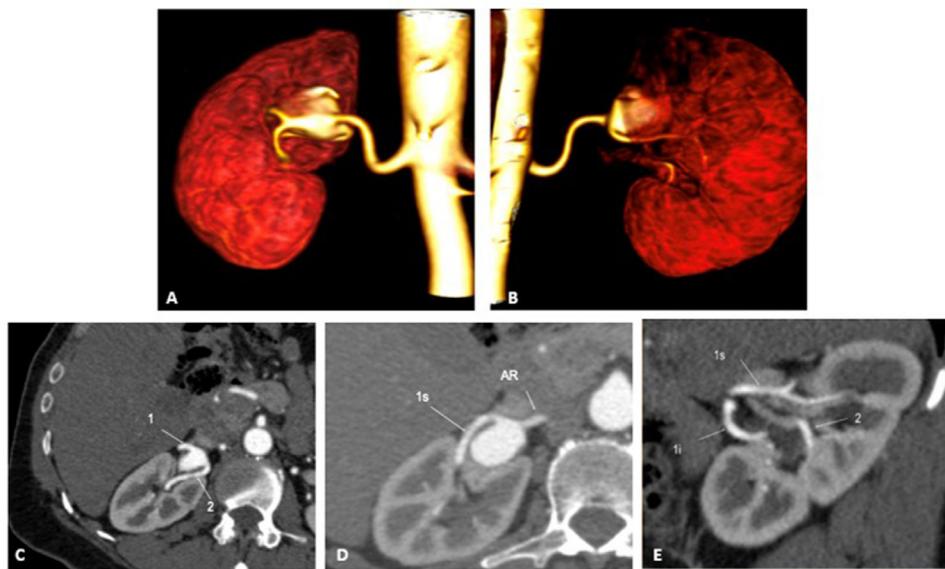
(A) Angiotomography with volumetric reconstruction of the type II renal aneurysm, in anteroposterior view, showing the type II renal aneurysm involving the renal bifurcation; (B) Angiotomography with volumetric reconstruction of the type II renal aneurysm, posteroanterior view, showing the type II renal aneurysm with the branch feeding the mid pole of the kidney emerging from the type II renal aneurysm; (C) Multiplanar angiotomography slice showing in 1 – main renal artery close to the superior and inferior bifurcation; and in 2 – the artery feeding the mid pole emerging from the aneurysm; (D) Multiplanar angiotomography slice showing, at 1s – the branch feeding the upper renal pole; and AR – main renal artery; (E) Multiplanar angiotomography slice showing at 1s – the branch feeding the upper renal pole; 1i – the branch feeding the lower renal pole; and 2 – the branch feeding the mid renal pole.
